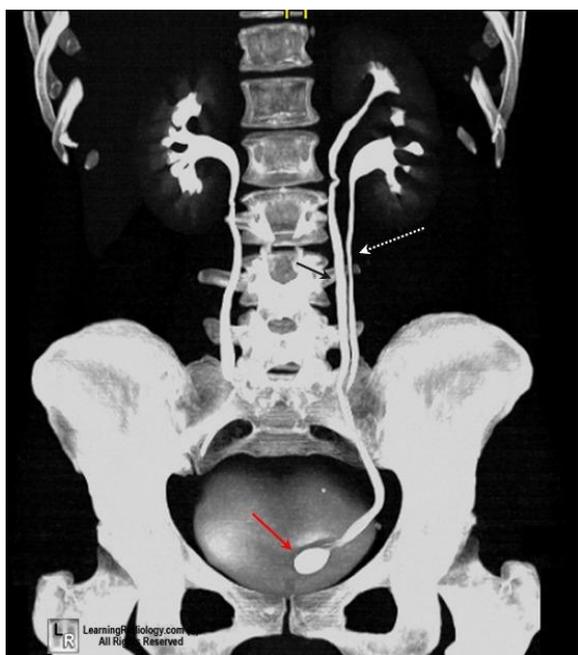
КТ удвоение левой почки, уретероцеле слева.
